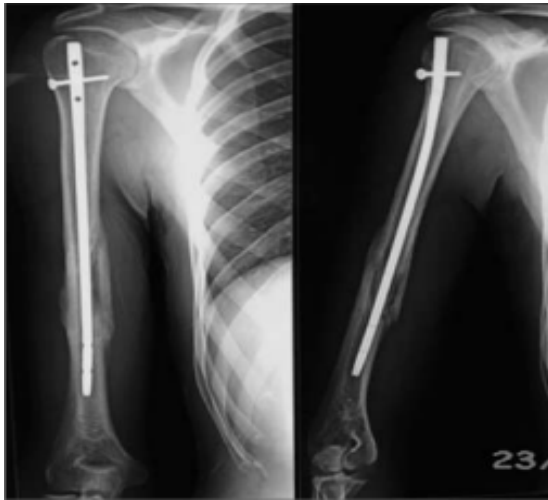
Radiographie montrant une bonne consolidation Après 7 mois
